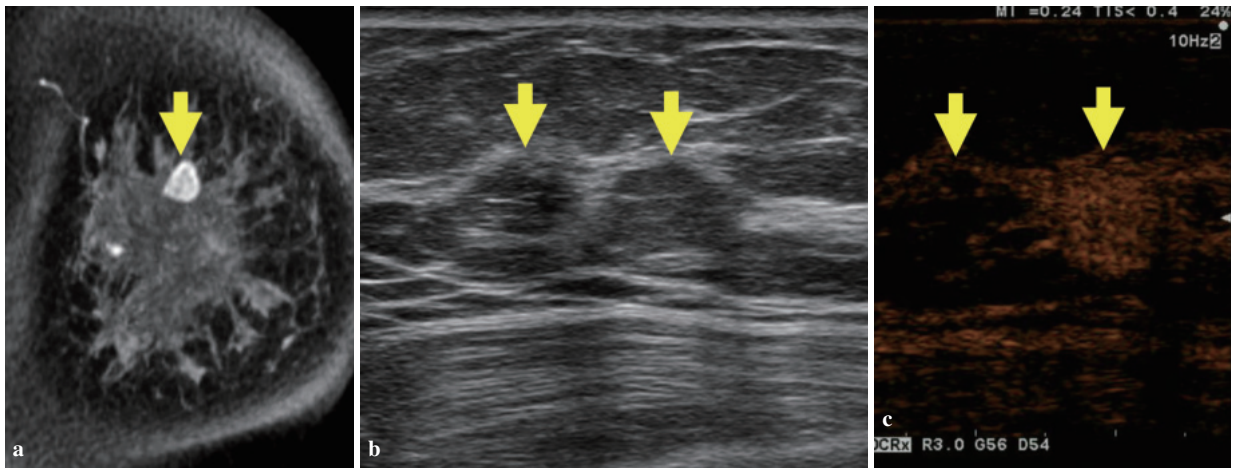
a：MRI(T1造影早期相). 低エコー腫瘍(↓)を認めた. b：類似の腫瘍を2つ認めた. c：CEUS. 1個のみが造影された.
